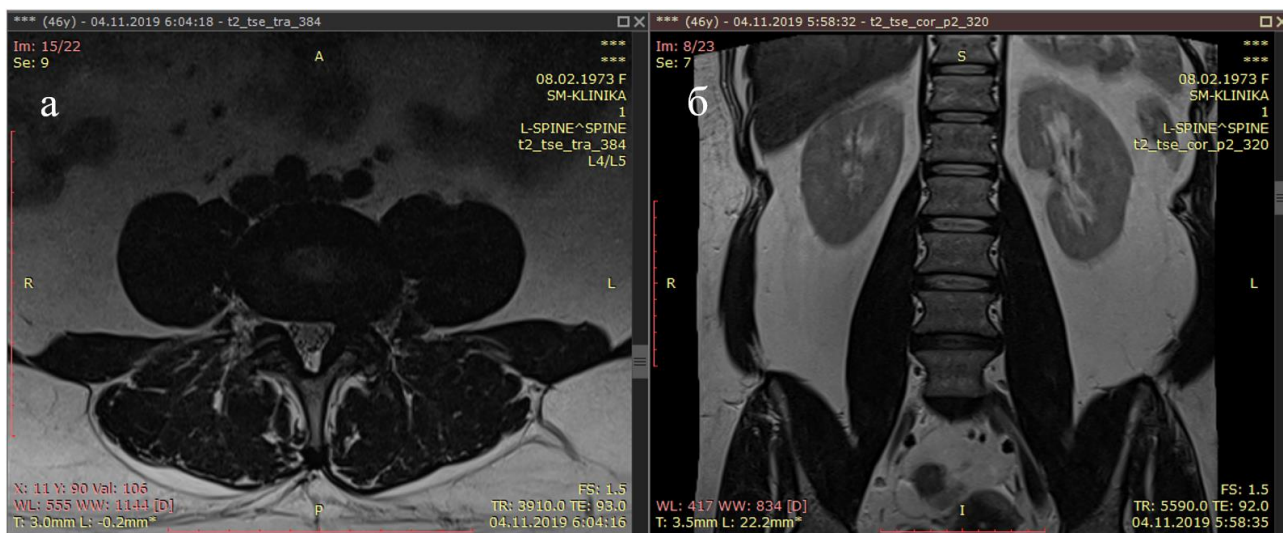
МРТ пояснично-крестцового отдела позвоночника пациентки К., Т2-режим (а – аксиальный срез на уровне L4-L5, б – коронарный срез)
